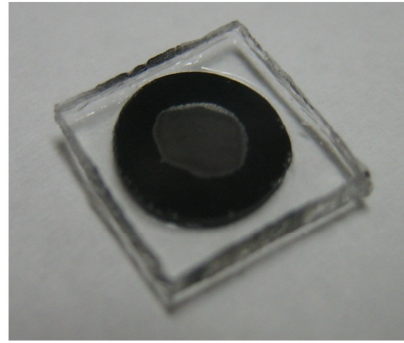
Photographs of the laser target (a 5-mm black natural rubber disk bonded with a PET sheet). (a) Before laser irradiation and (b) after irradiation with a single shot of Q-switched Nd:YAG laser at a fluence of 0.3 J/cm^2 with a 3-mm spot diameter. A space created in the boundary is observed.
